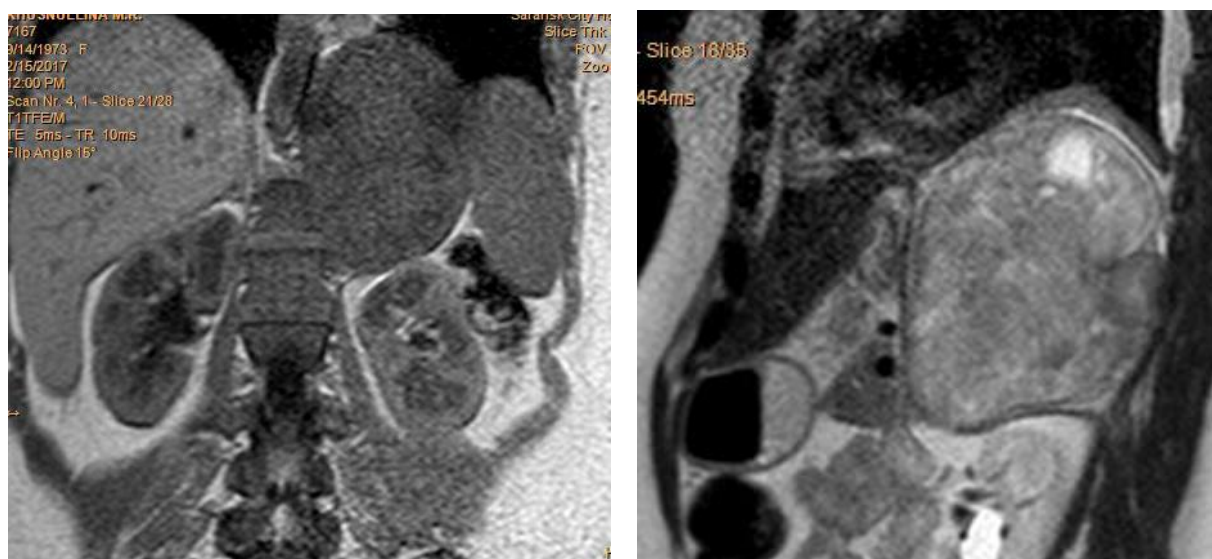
МРТ органов грудной клетки, брюшной полости и забрюшинного пространства больной Х. Объемное образование забрюшинного пространства, исходящее из заднего средостения
